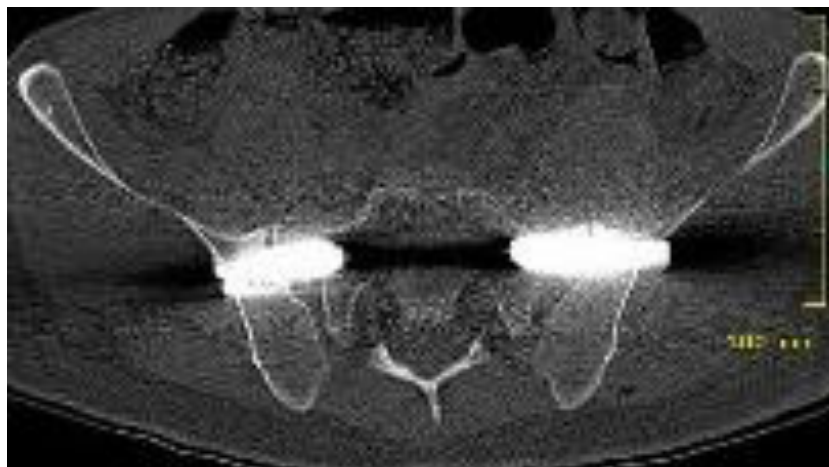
CT-Aufnahme 6 Monate post OP des Beckens im frontalen Schnittbild. Die Implantatlage der drei iFUSE Implantate des rechten und linken ISG ist regelgerecht. Dis ISG beidseits werden durch die Implantate überbrückt, Beispiel E1
